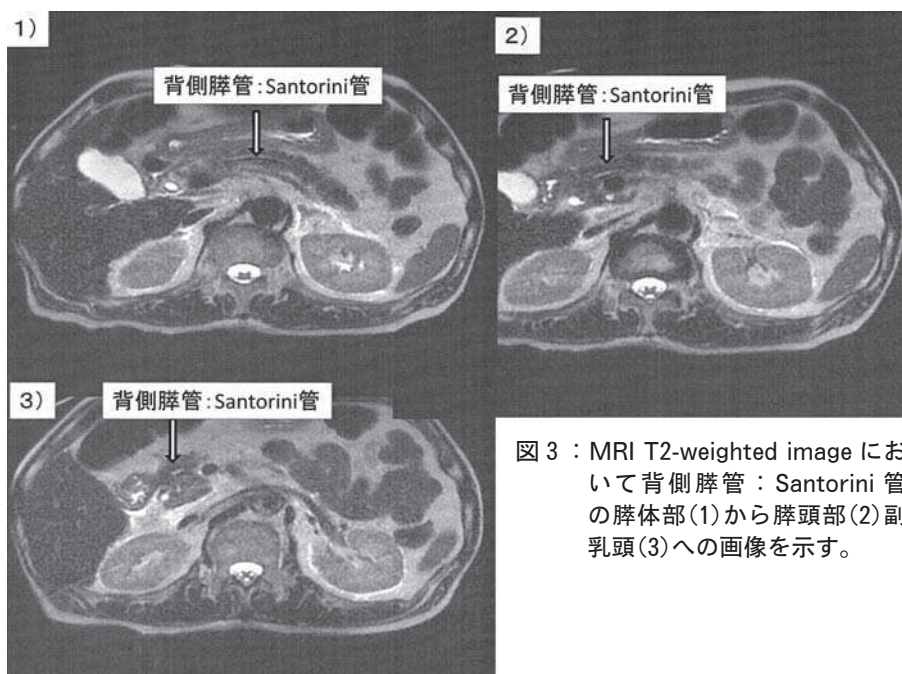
MRI T2-weighted image において背側膵管：Santorini 管の膵体部(1)から膵頭部(2)副乳頭(3)への画像を示す。
